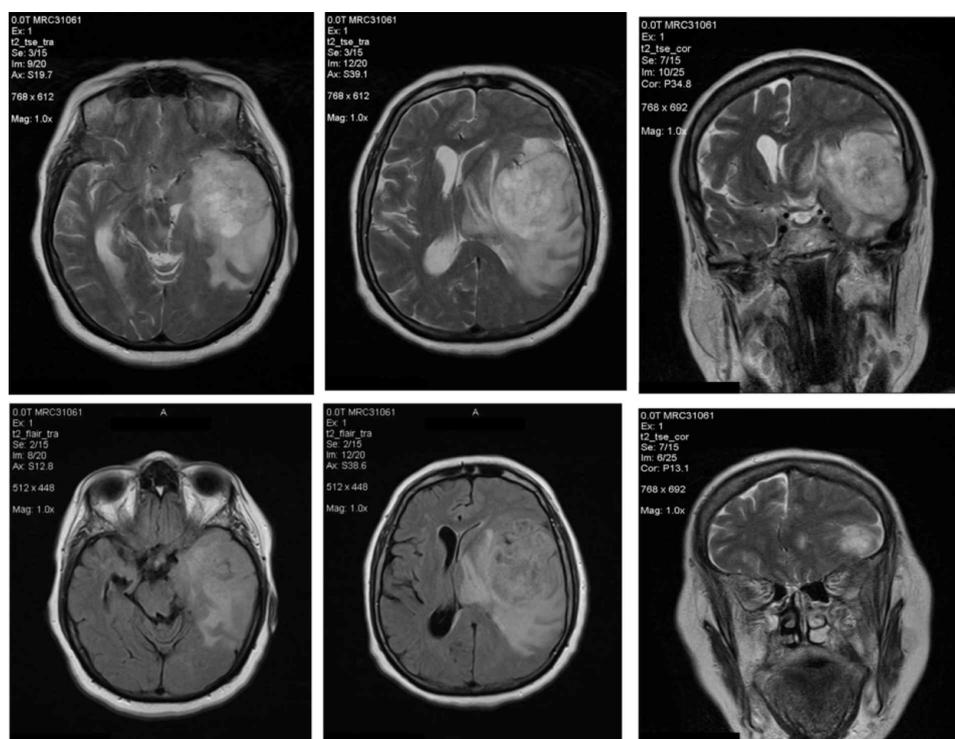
Ressonância de crânio ponderada em T2, em cortes sagital e coronal, evidenciando massa tumoral de topografia fronto-parietal esquerda, com desvio de linha média.
